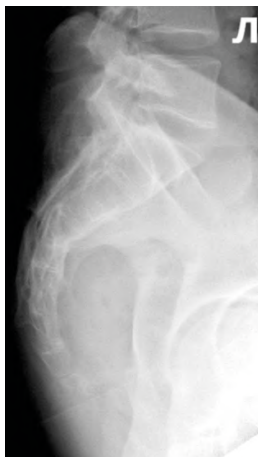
Рентгенограмма крестца. Левая боковая проекция
